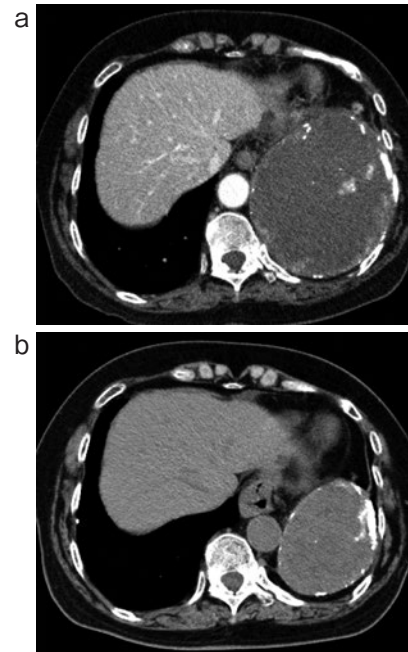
(a) 入院時胸部CT. 左胸腔下部に、辺縁に不均一な造影効果と石灰化を伴う径11 cm大の腫瘤を認める。(b) 2008年胸部CT. 左下部に、辺縁に石灰化を伴う径8 cm大の腫瘤を認める。
